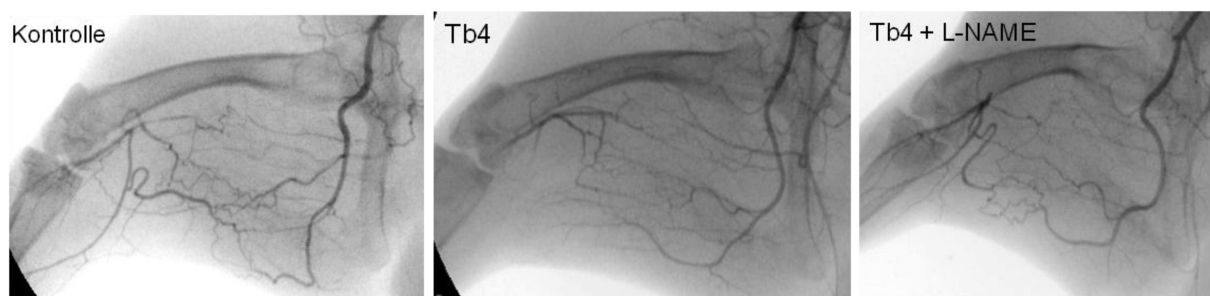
CT-Angiographie-Bilder des Kollateralenwachstums der Vergleichsgruppen.
